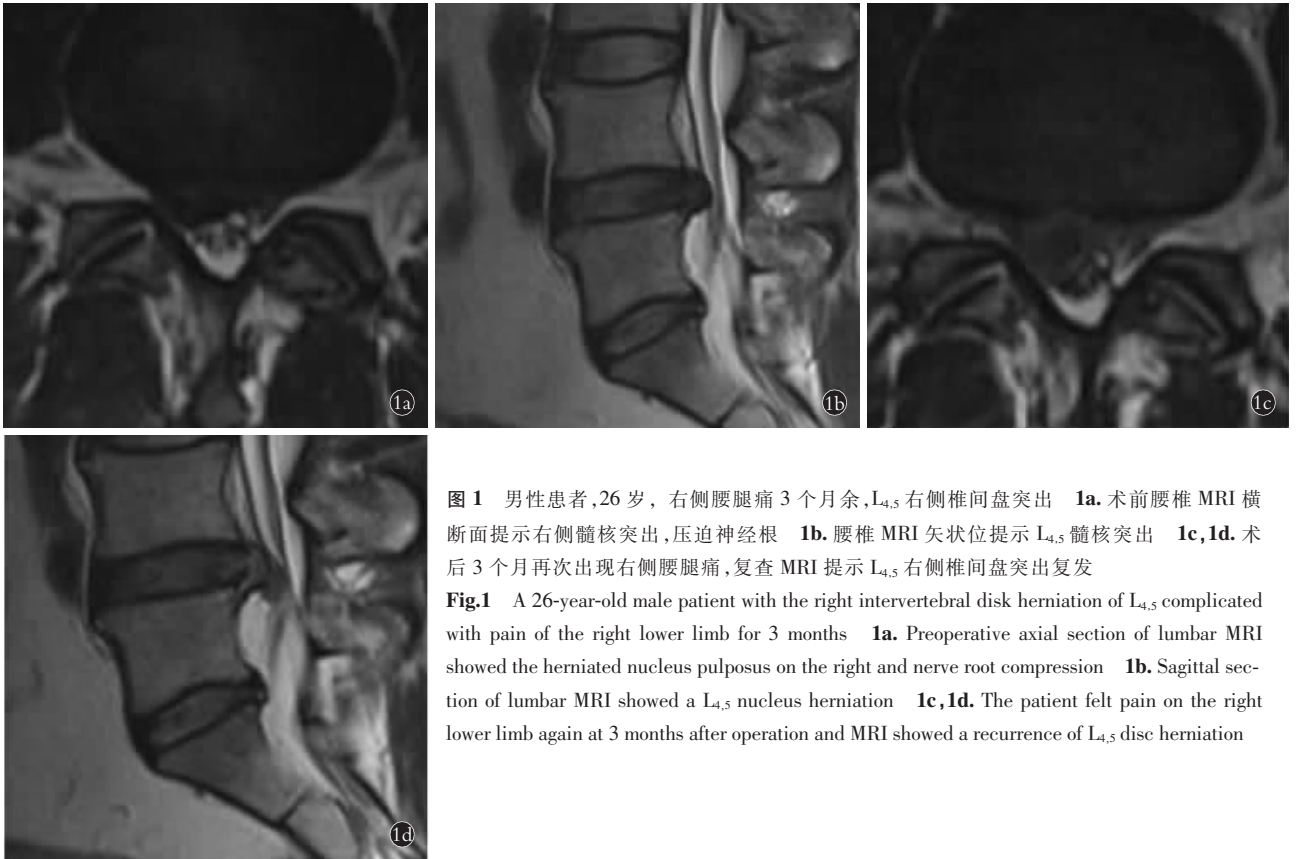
男性患者, 26 岁, 右侧腰腿痛 3 个月余, L<sub>4,5</sub> 右侧椎间盘突出 1a. 术前腰椎 MRI 横断面提示右侧髓核突出, 压迫神经根 1b. 腰椎 MRI 矢状位提示 L<sub>4,5</sub> 髓核突出 1c, 1d. 术后 3 个月再次出现右侧腰腿痛, 复查 MRI 提示 L<sub>4,5</sub> 右侧椎间盘突出复发
